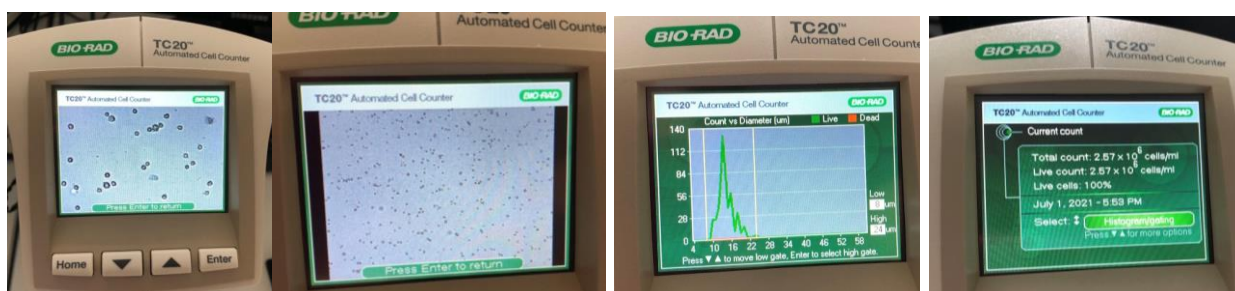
Автоматический счетчик клеток TC 20 BIO RAD.
